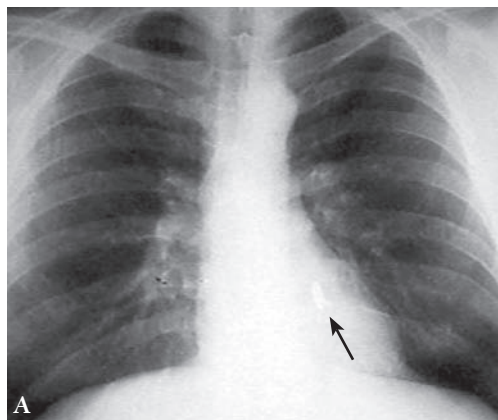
Рентгенограммы больного Б.: А – прямая; Б – левая косая проекции. Стрелкой обозначено инородное тело задней стенки левого желудочка (пуля).
